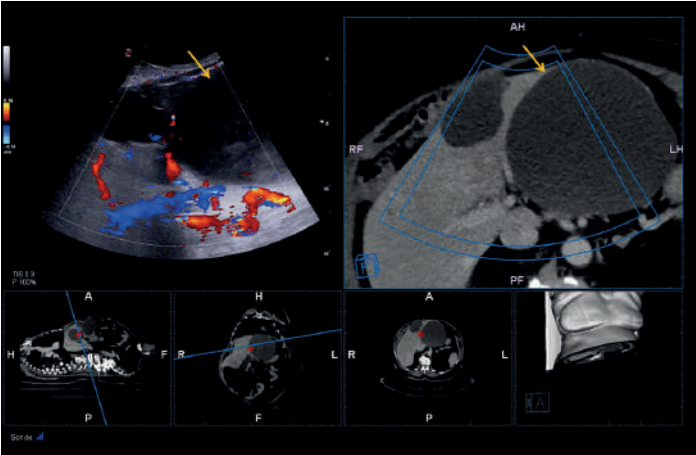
Совмещение цветного доплеровского изображения и КТ изображения. УЗИ не выявляет васкуляризации кисты в печени в отличии от КТ.
